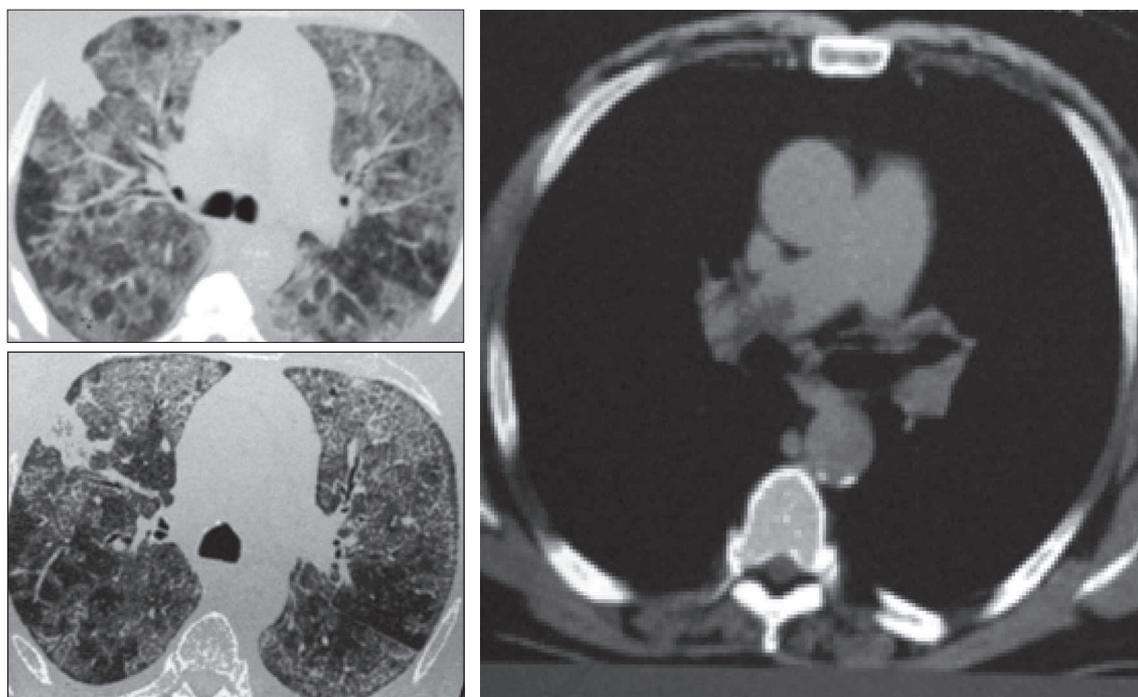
Пациентка С., 43 года, с достоверным диагнозом СКВ, вторичным антифосфолипидным синдромом. Жалобы на резко возникшие боли в правой половине грудной клетки, одышку в покое. МСКТ. Тромбоземболия правой ветви легочной артерии
